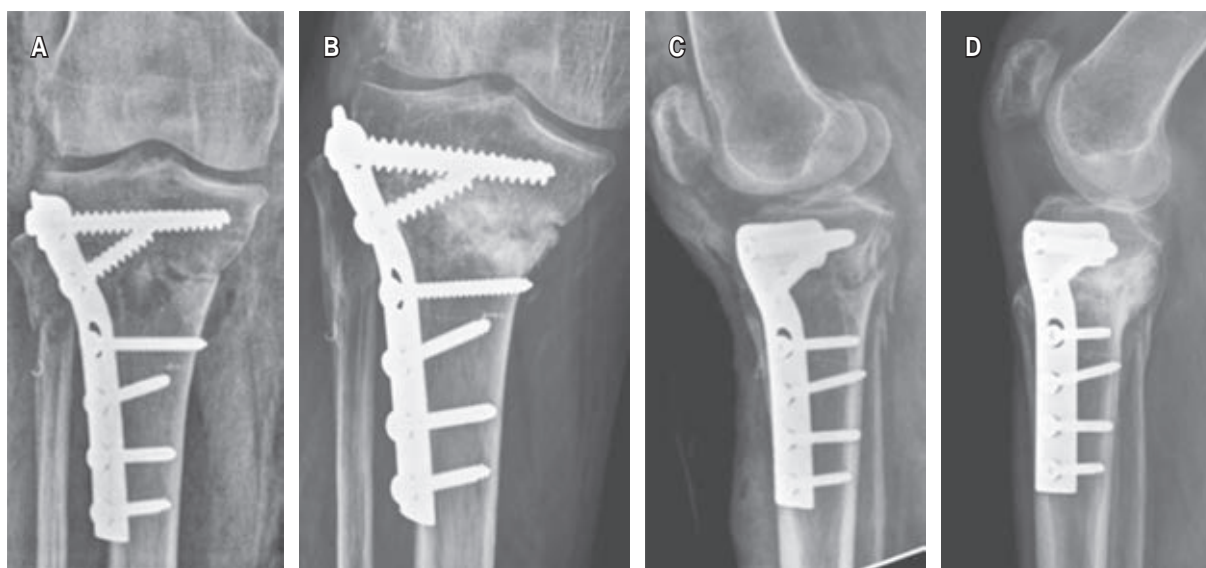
Grupo 2, comparación entre postoperatorio inmediato y final de seguimiento cuando solo se realiza fijación indirecta, se aprecia colapso articular en plano coronal y sagital. A) Radiografía anteroposterior de rodilla derecha en postoperatorio inmediato con fijación indirecta posterior. B) Radiografía anteroposterior de rodilla derecha a final del seguimiento con fijación indirecta posterior. C) Radiografía lateral de rodilla derecha en postoperatorio inmediato con fijación indirecta posterior. D) Radiografía lateral de rodilla derecha a final del seguimiento con fijación indirecta posterior
